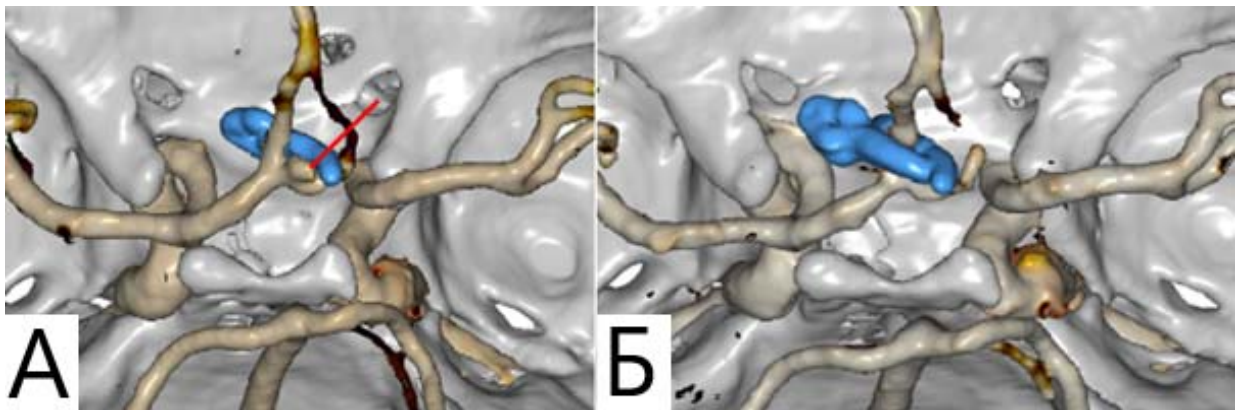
Повторное клипирование резидуальной ЦА ПСА. А. Контрольная КТ ангиография указывает на частичное выключение (MR3) после первой операции, где проведено одиночное клипирование; Б. КТ ангиографии после повторной операции, где выполнено встречное клипирование, указывает на тотальное выключение (MR1)
